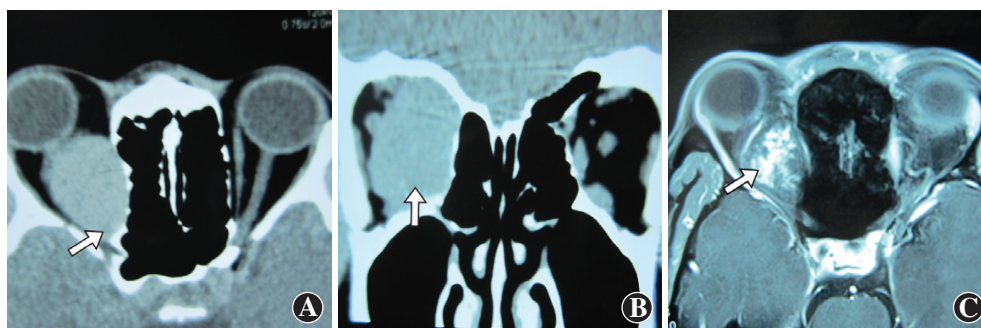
术前 OCH 患者 CT 和 MRI 图像 A: CT 轴位可见右眼球后肌锥内类圆形占位病变, 边界清楚, 肿瘤与眶尖无正常脂肪 (箭头), 提示明显粘连 B: CT 冠状位显示肿瘤较大 (箭头), 与视神经、内直肌分界不清 C: 脂肪抑制增强 T1 加权像 MRI 可见肿瘤呈类圆形, 为高信号、斑片状增强, 内直肌受压移位 (箭头)
